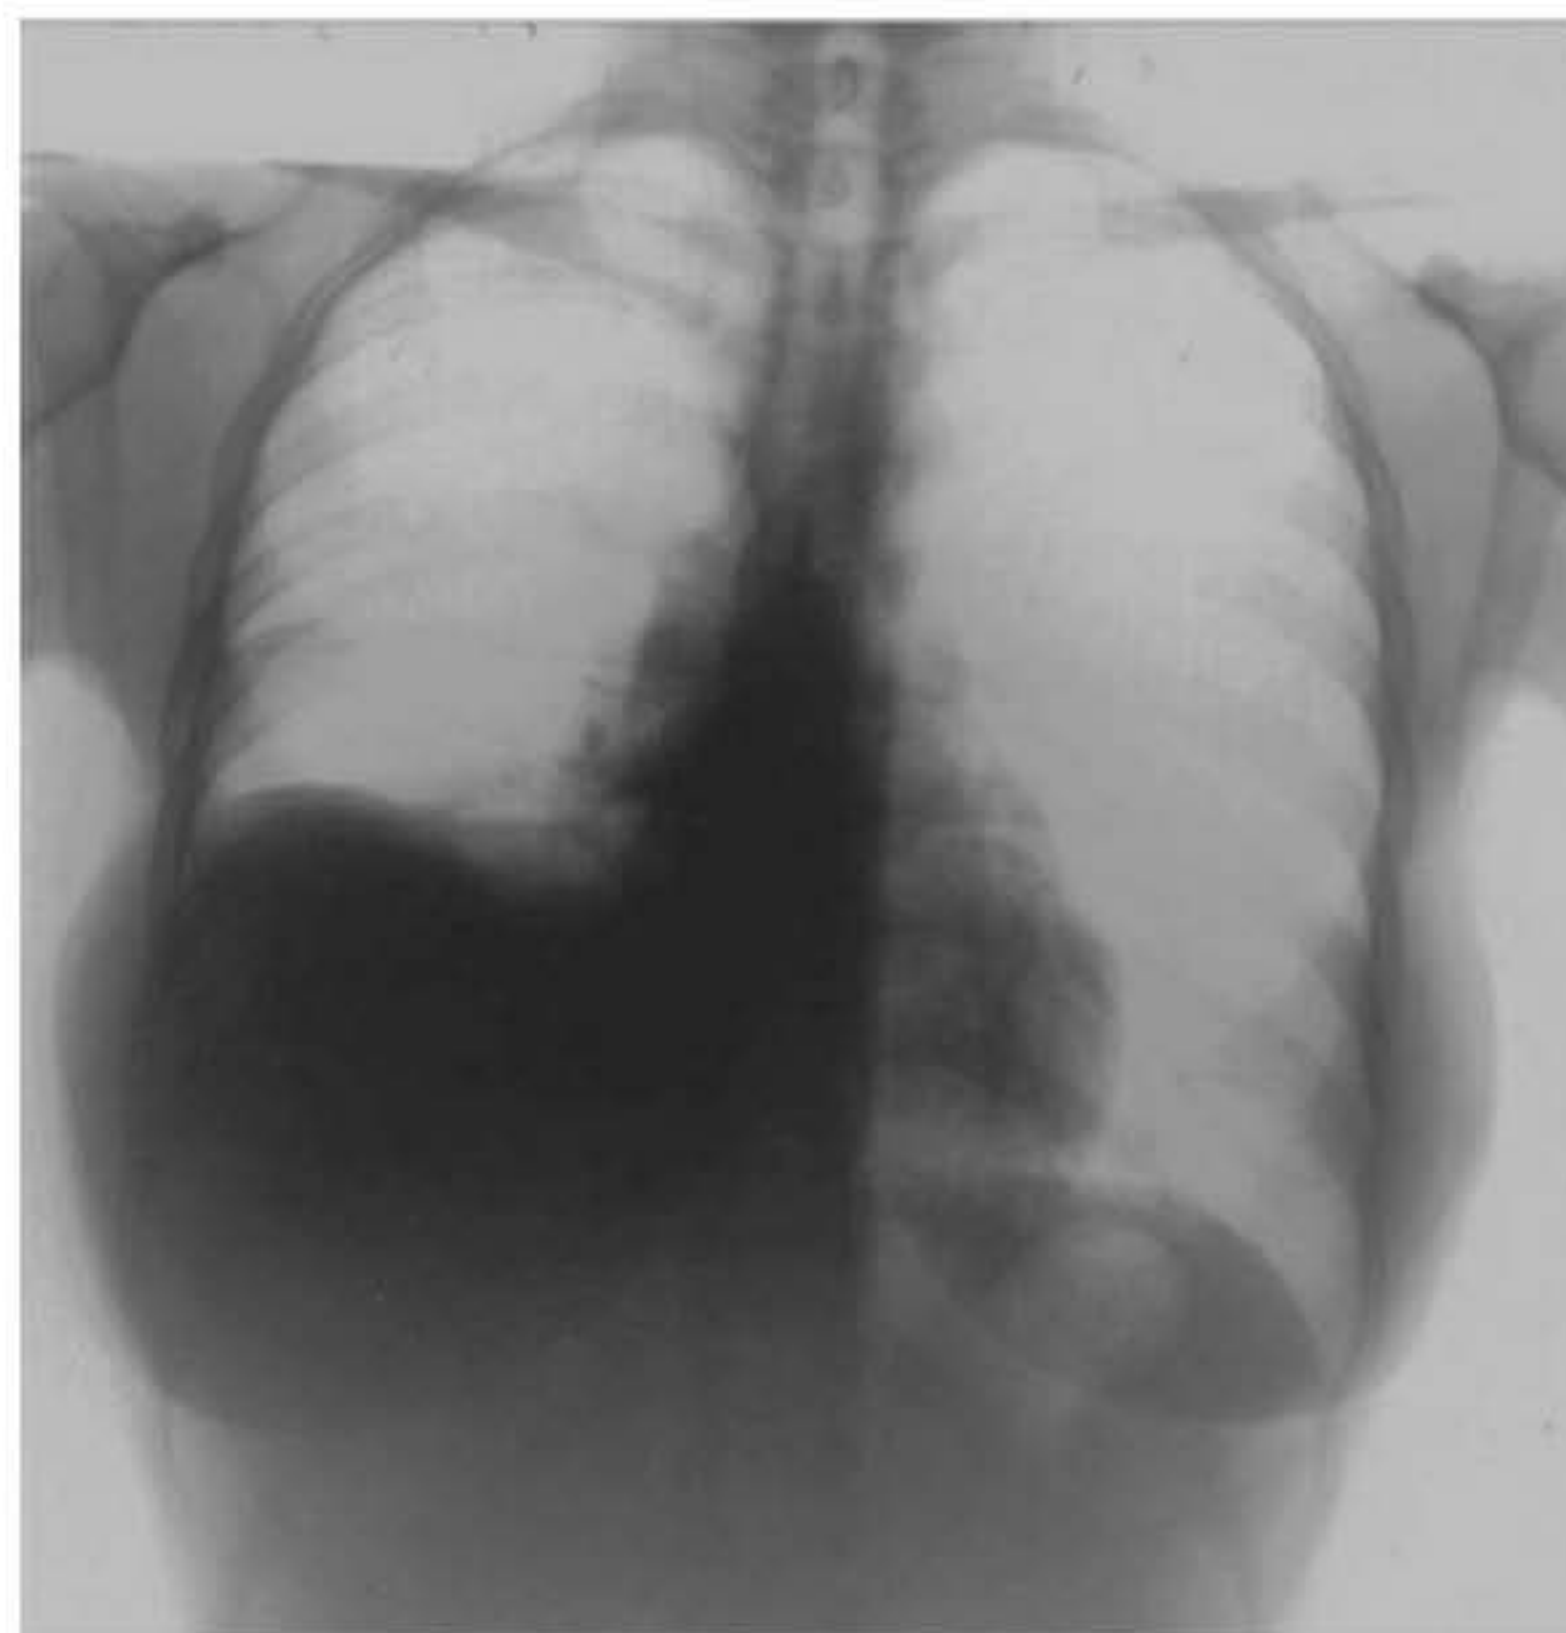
Radiografia do tórax na projeção posteroanterior, caracterizando elevação da hemicúpula diafragmática direita (seta) decorrente de atelectasia do lobo médio.
